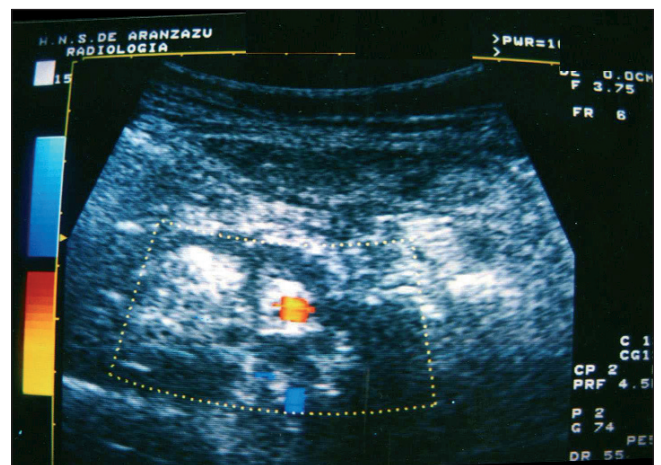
Eco-Doppler: absceso de psoas derecho.
